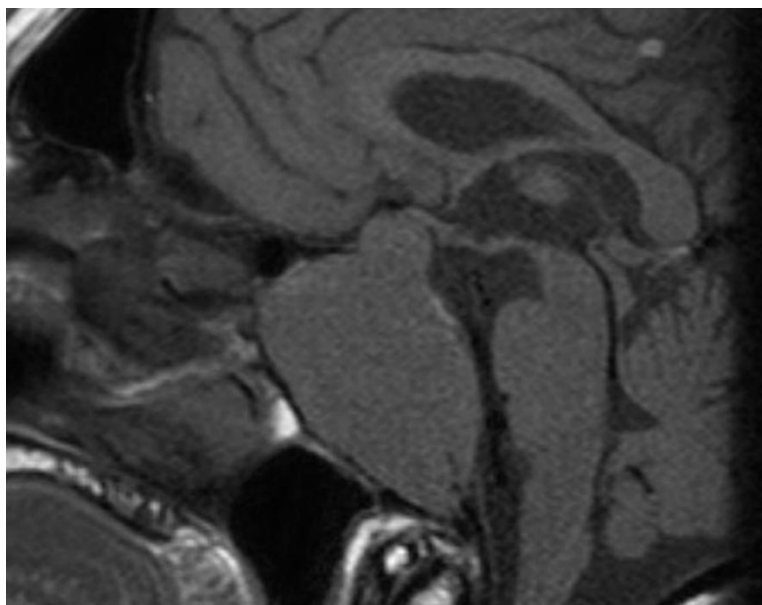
L'IRM en coupe sagittale pondérée en T1 sans contraste met en évidence un macroadénome hypophysaire invasif, intéressant largement la base centrale du crâne, avec envahissement du sinus sphénoïdal et extension clivale, associé à une extension suprasellaire modérée responsable d'une élévation du chiasma optique.
